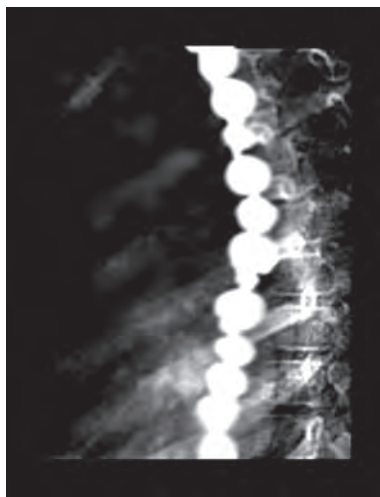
Синдром Барсон-Тешендорфа – «чёткообразный» пищевод (данные контрастного рентгенологического исследования)
